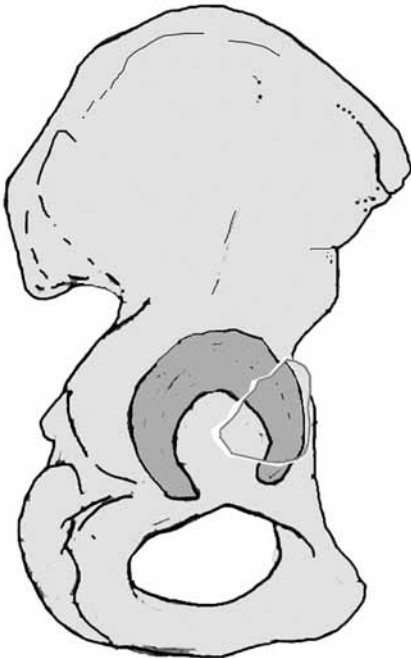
Posterior duvar kırıklarında obturatuvar oblik grafide görülen marti kanatı görünümü.
